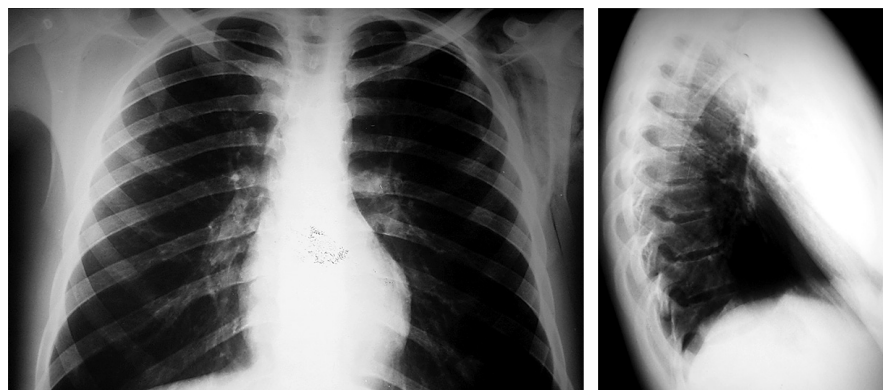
Radiografia de tórax sem alterações
